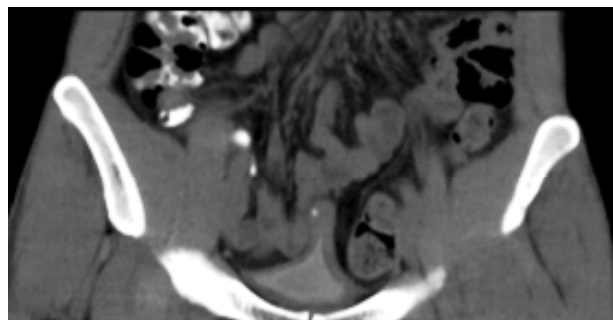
Computed tomography of fistula
